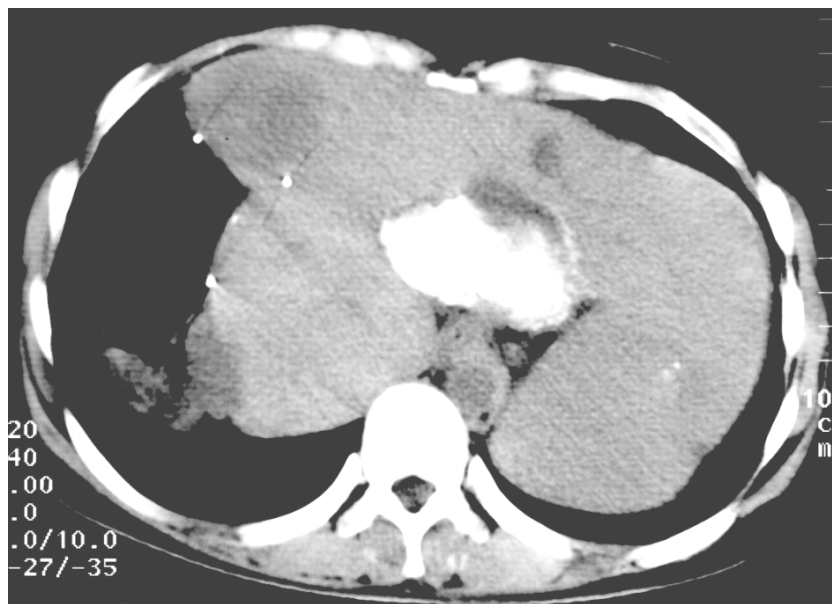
Kontroll-CT 8 Monate nach letzter TACE einer Patientin (35 Jahre) mit HCC: erhaltene Embolisateinlagerung und weitere HCC-Knoten
